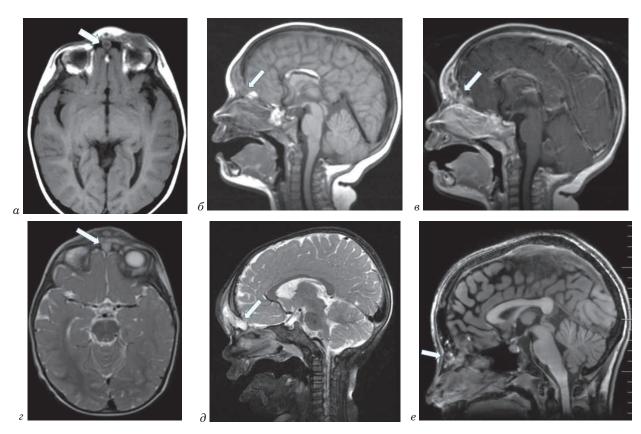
МРТ-изображения ФНДК: a, δ – T1-BИ – интракраниальная экстрадуральная НФДК неоднородного гиперизоинтенсивного сигнала; ϵ – T1-BИ с контрастным усилением – выраженное контрастирование оболочками ДК и прилежащими мягкими тканями на фоне активного воспалительного процесса; ϵ – T2-FLAIR – ДК с выраженным гиперинтенсивным сигналом; θ – T2-BИ – ДК с повышенным гетерогенным сигналом; ϵ – T1-BИ – ДК в области перегородки носа с гиперинтенсивным гетерогенным сигналом Fig. 3. MRI images of FNDC: a, δ – T1-WI – intracranial extradural NFDC of a heterogeneous hyper-isointensive signal; ϵ – T1-WI with contrast enhancement – pronounced contrast between the DC membranes and adjacent soft tissues against the background of an active inflammatory process; ϵ – T2-FLAIR – DC with a pronounced hyperintensive signal; θ – T2-WI – DC with an increased heterogeneous signal; ϵ – T1-WI – DC in the nasal septum with a hyperintensive, heterogeneous signal
